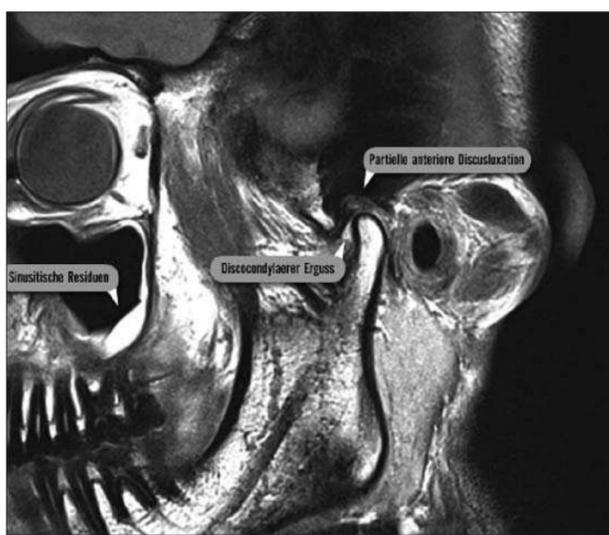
Ultrahochauflösende MRT des rechten Kiefergelenks, parasagittal T1 nach KM-Gabe. Diagnose: Partielle anteriore Diskusluxation. Mäßige dorsale kondyläre Fehlstellung. Geringer Erguss disco-kondylär. Nebenbefund: Sinusitische Residuen rechts maxillar.
